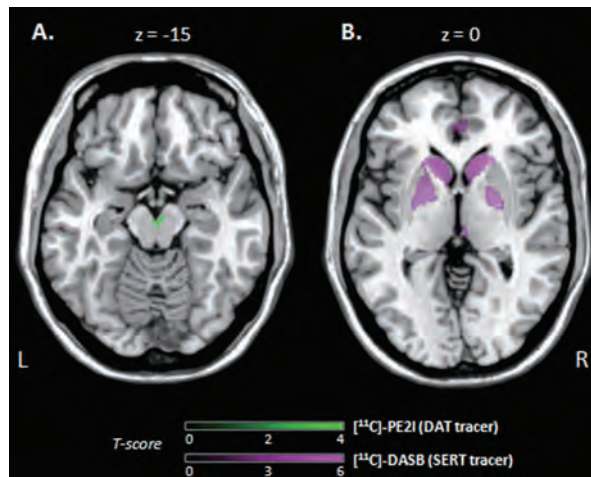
(A) ドパミントランスポーターリガンド [¹¹C]-PE2I (緑色) でドパミンの枯渇を評価した PET 検査。(B) セロトニントランスポーターリガンド [¹¹C]-DASB (紫色) でセロトニンの枯渇を評価した PET 検査。これらの所見から、薬剤未投与の新規発症 PD 患者コホート (apathy を伴うまたは伴わない患者) において、apathy の重症度 (Lille Apathy Rating Scale で評価) と大脳基底核内における複合的なドパミン [黒質 (substantia nigra; SN) - 腹側被蓋野 (ventral tegmental area; VTA)] およびセロトニン (尾状核、被蓋、淡蒼球) の枯渇との関連が実証された (SPM8 ソフトウェアで実施したボクセル単位の回帰分析の結果)。横断像を脳 MRI に重ねている (未調整の $p < 0.005$)¹²⁶。
